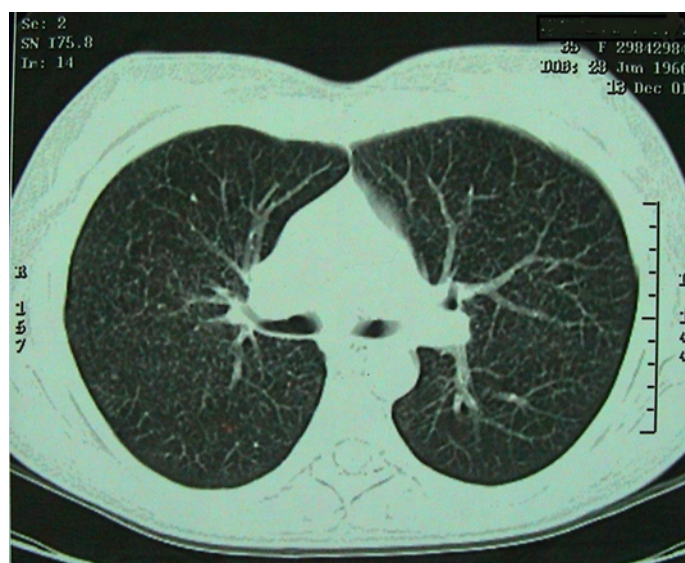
Рентгеновская компьютерная томограмма (РКТ) больной М. при выявлении саркоидоза: синдром двусторонней диссеминации и умеренная внутригрудная лимфаденопатия
